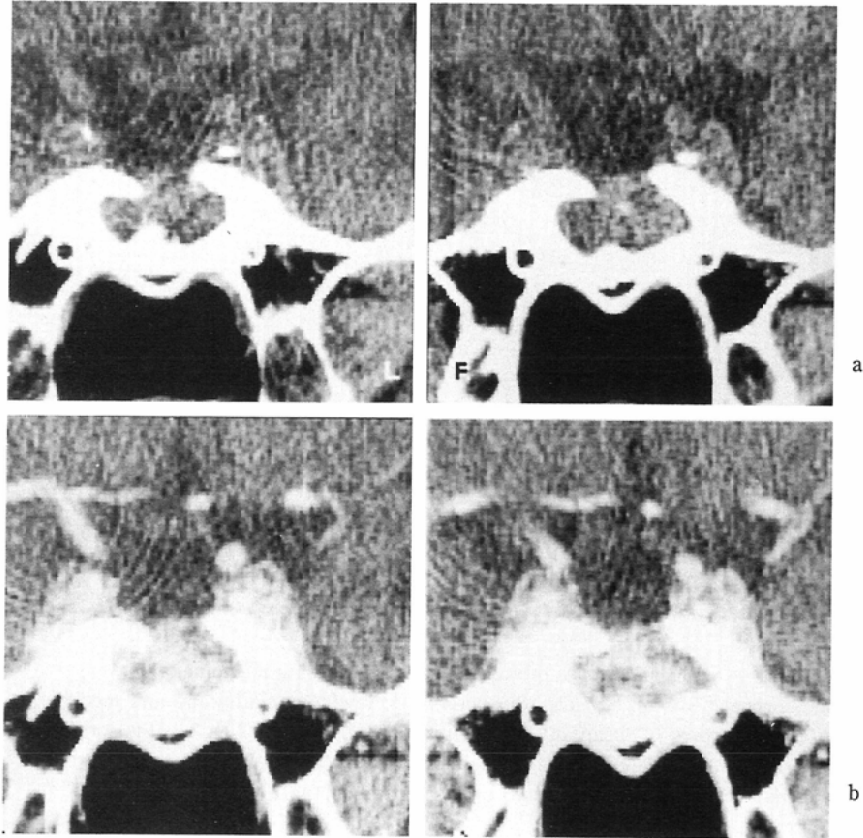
A difficult case to judge whether a residue of the tumor is present or not. Coronal CT scans at 9 years after surgery of PRL producing adenoma, following radiotherapy.
